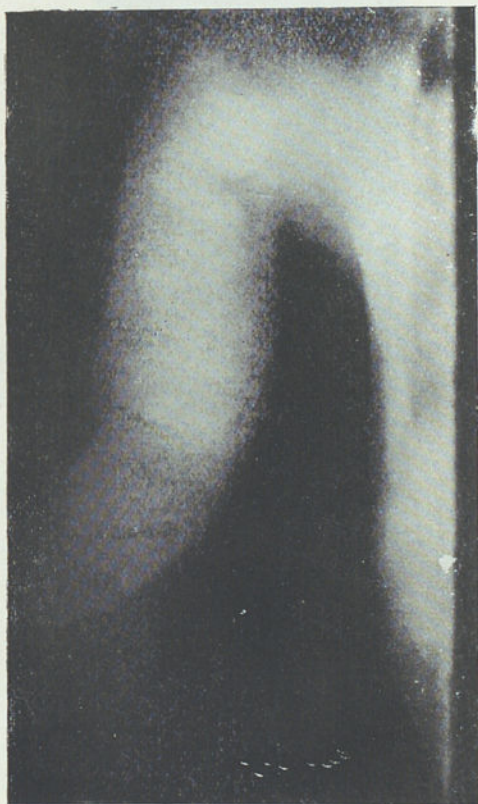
Radiografia do mesmo segmento (Dezembro de 1919) onde se verifica o desaparecimento da estrutura óssea, não havendo quási transição entre a sombra óssea e a das partes moles.
